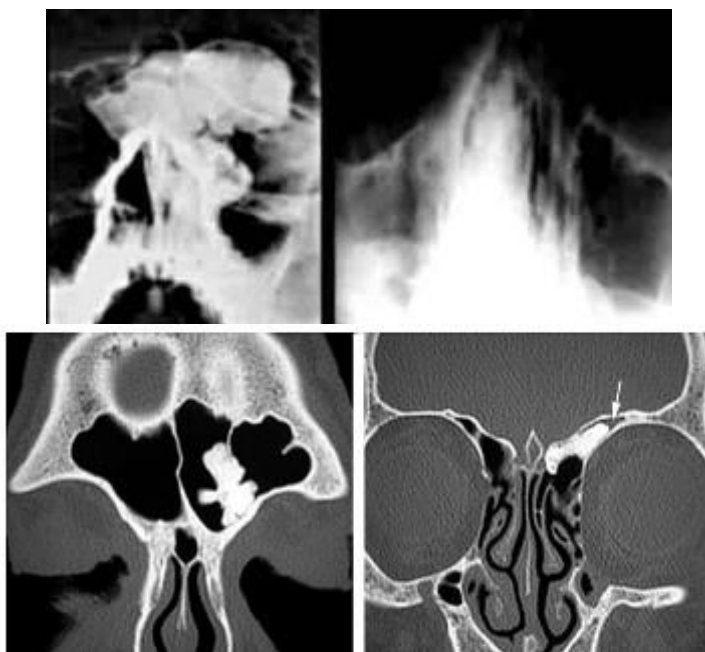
Компактні остеомі. Фрагменти рентгенограм лобових пазух і решітчастої кістки у прямій проекції та КТ у фронтальній площині.
